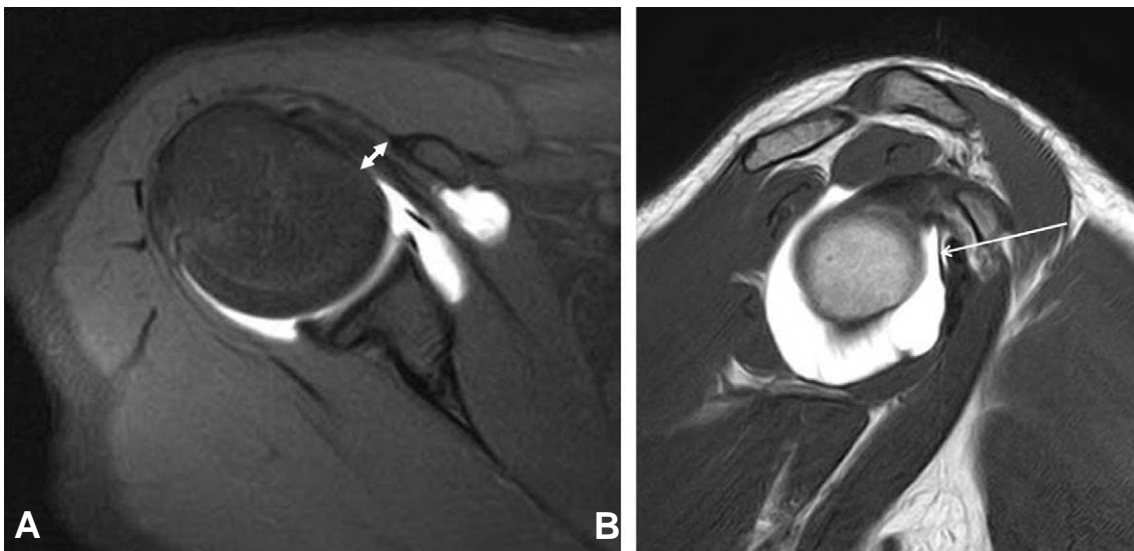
(A) Preoperative T2 coronal view of MRI shows decreased coracohumeral distance (white arrow). (B) T1 sagittal view of MRI shows intact biceps pulley (white arrow).
